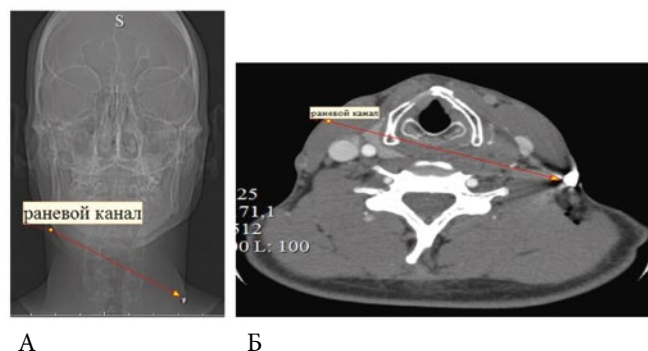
А – фронтальная проекция КТ-ангиографии области головы и шеи на рентгенограмме; Б – аксиальная проекция на КТ-ангиографии; красной стрелкой отмечен ход раневого канала и поражающий снаряд (осколок)
